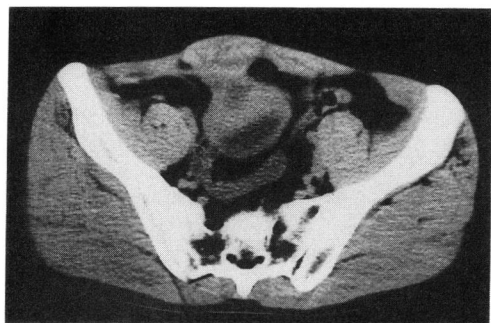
CT：低吸収領域を含む膀胱右前壁の肥厚と腹直筋の肥厚を認める。
